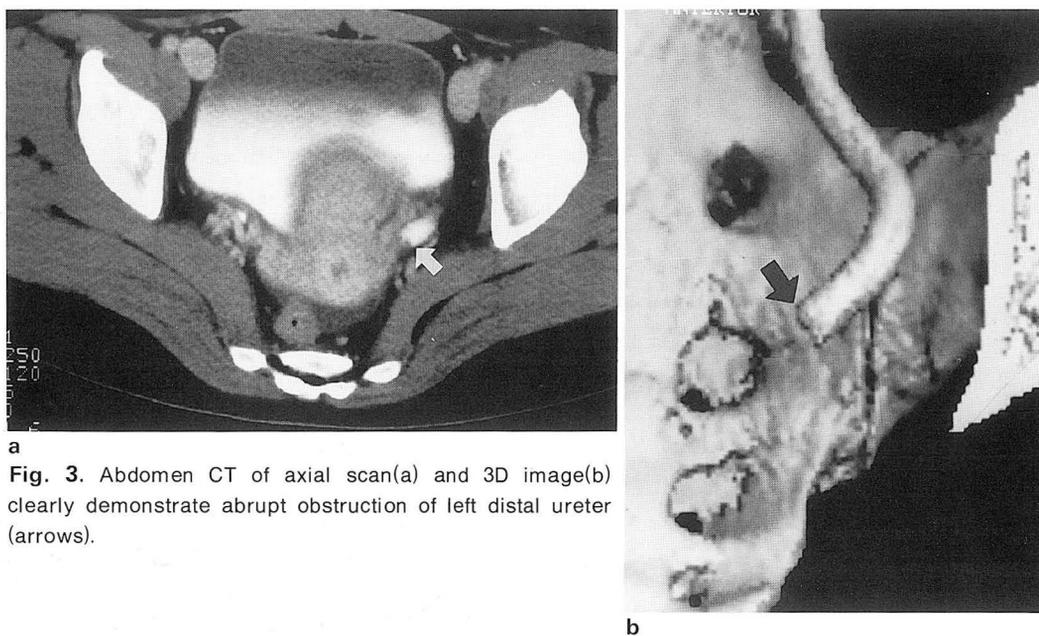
Abdomen CT of axial scan(a) and 3D image(b) clearly demonstrate abrupt obstruction of left distal ureter (arrows).
